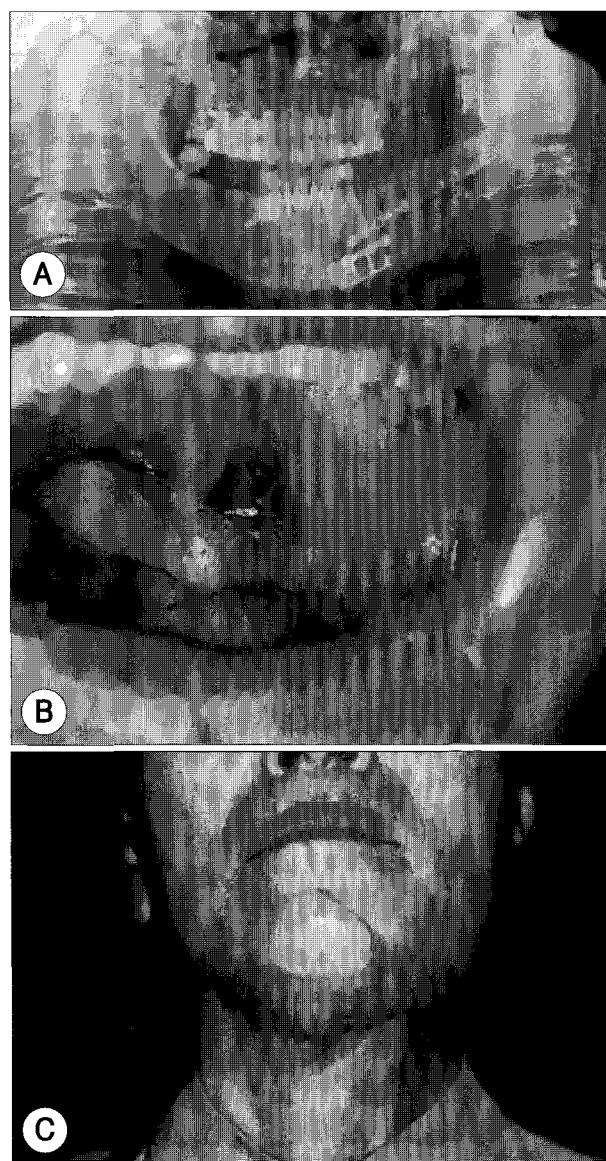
Post-operative findings. A-Orthopantomography (POD# 40)
